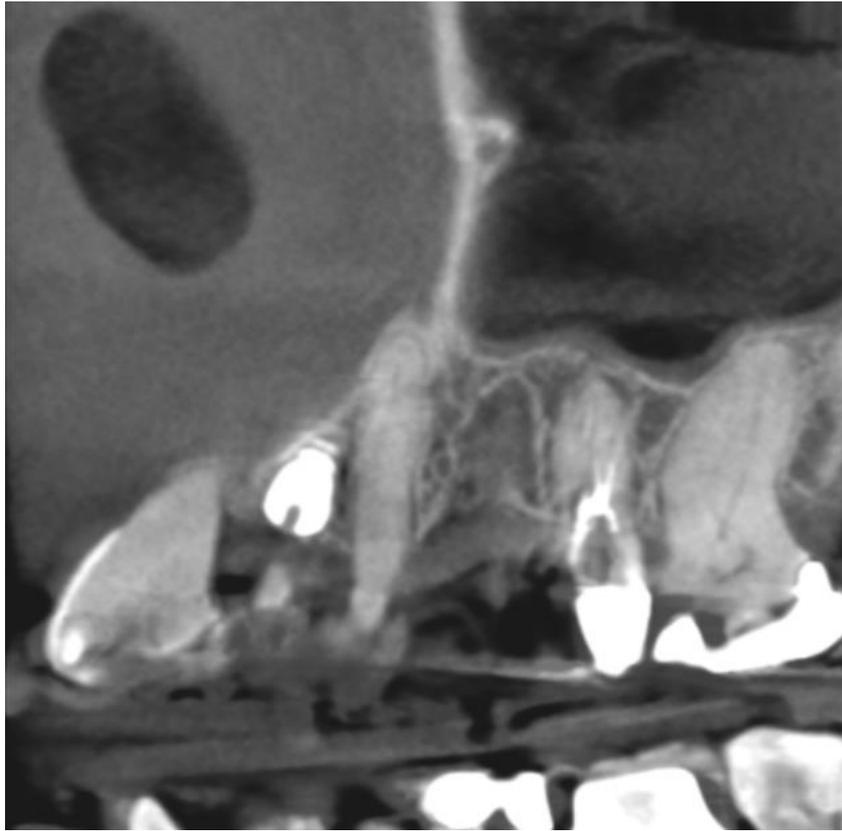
Tomografia três meses após extração corte sagital
